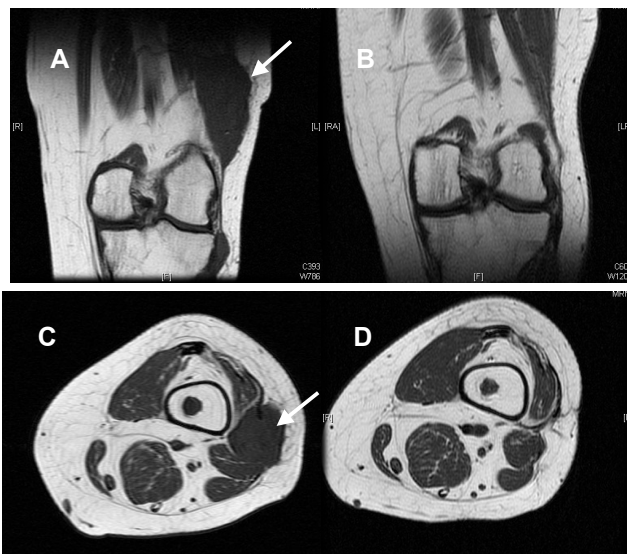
Resonancia magnética, axial y coronal, de rodilla izquierda (A-C) preoperatoria en los que se observa la lesión (flechas) y postoperatoria de control al año que demuestran la ausencia de restos tumorales y de recidiva local (B-D).
